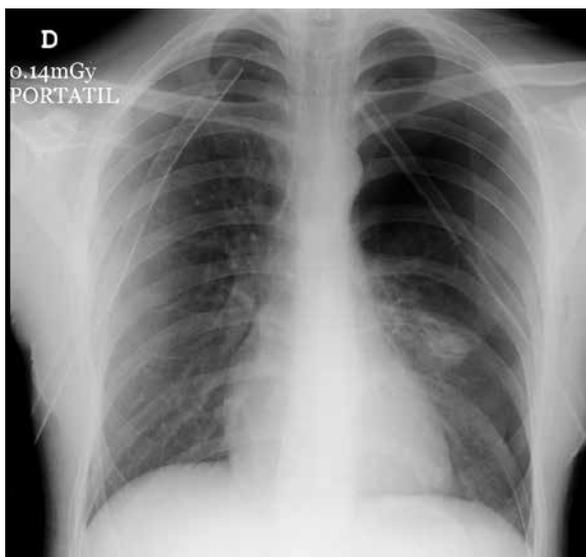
Radiografía de tórax PA. Tubos de toracotomía bilateral, con neumotórax residual de predominio en hemitórax izquierdo.
